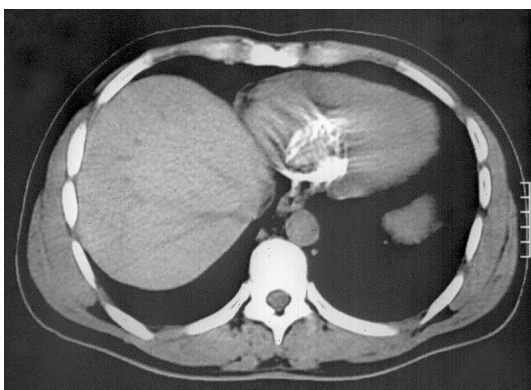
Эхинококкоз правого желудочка, компьютерная томограмма без контрастирования. Обызвествленная эхинококковая киста в правом желудочке.
